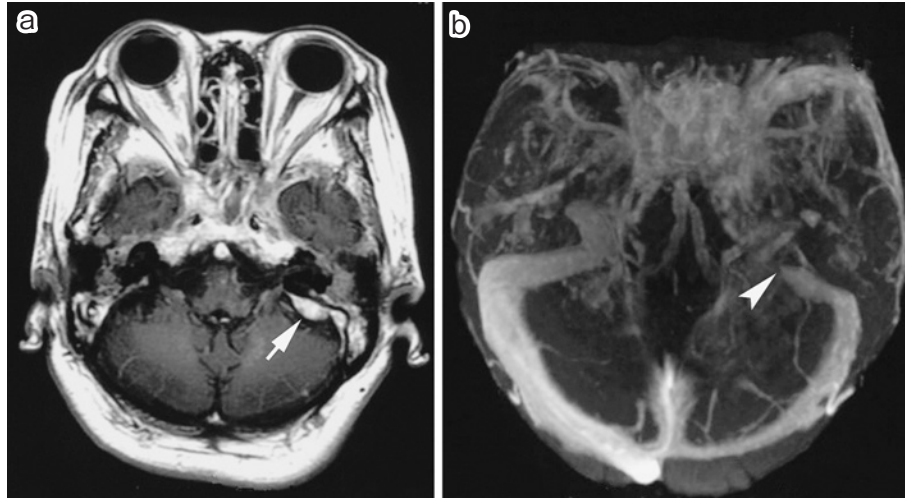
Cranial MRI on Day 7.
